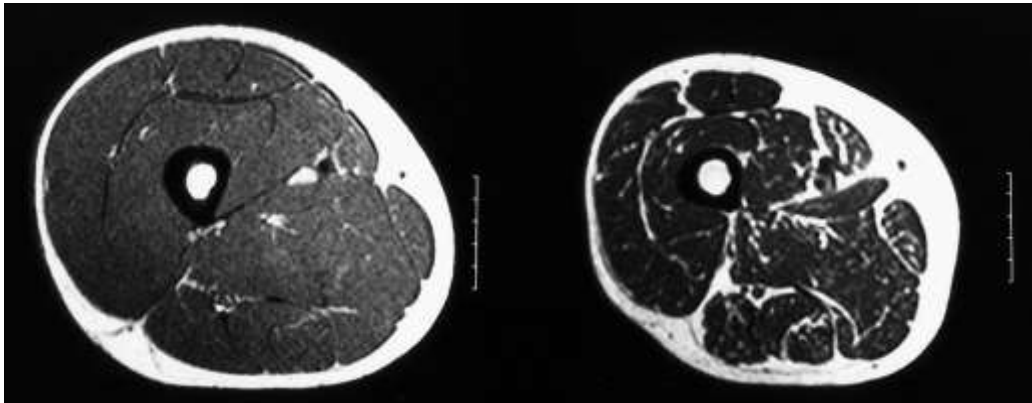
Imagens de Ressonância Magnética da coxa de indivíduos adultos (A: 24 anos) e de idosos (B: 65 anos) ilustram menor AST, maior infiltração de gordura intramuscular e camada mais grossa de tecido adiposo subcutâneo em indivíduos mais velhos. Fonte: Adaptado Jubrias et al. (1997)
